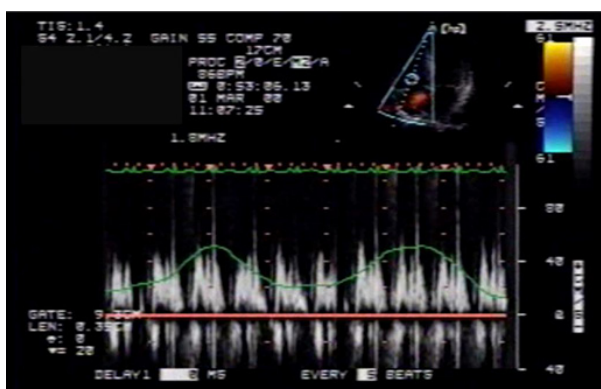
Influxo tricuspídeo aferido ao Doppler e seu comportamento com a fase respiratória.
